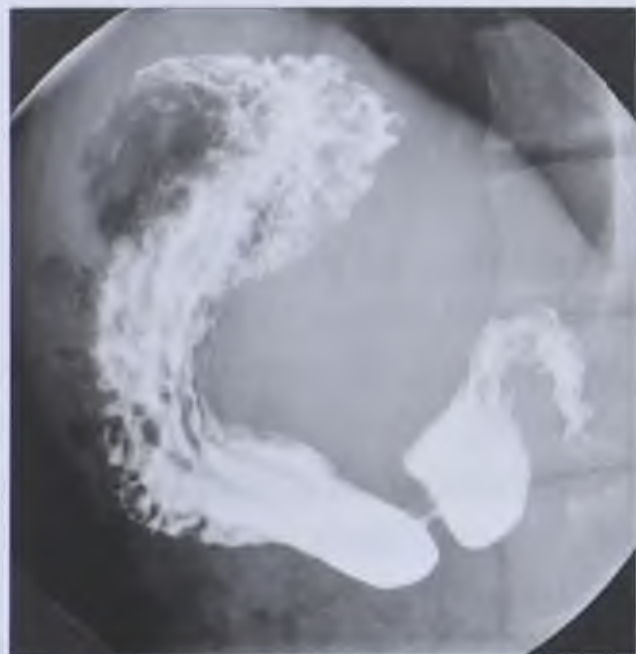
Рентгенограмма желудка, контрастированного взвесью бария сульфата. Норма
